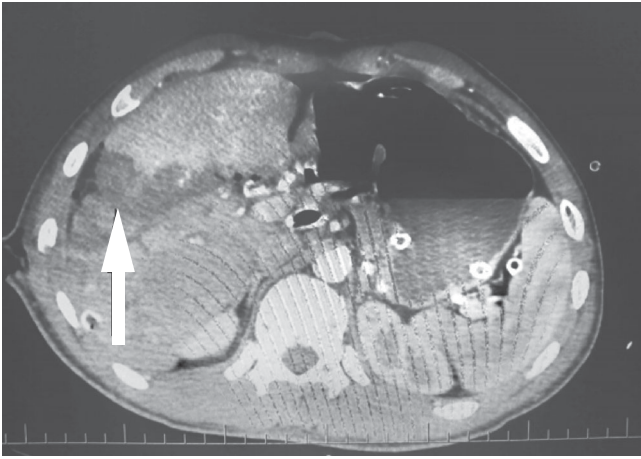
Комп'ютерна томографія печінки пораненого на 14-й день після мінно-вибухового поранення. Зона ішемічного ураження паренхіми печінки вказана стрілкою
